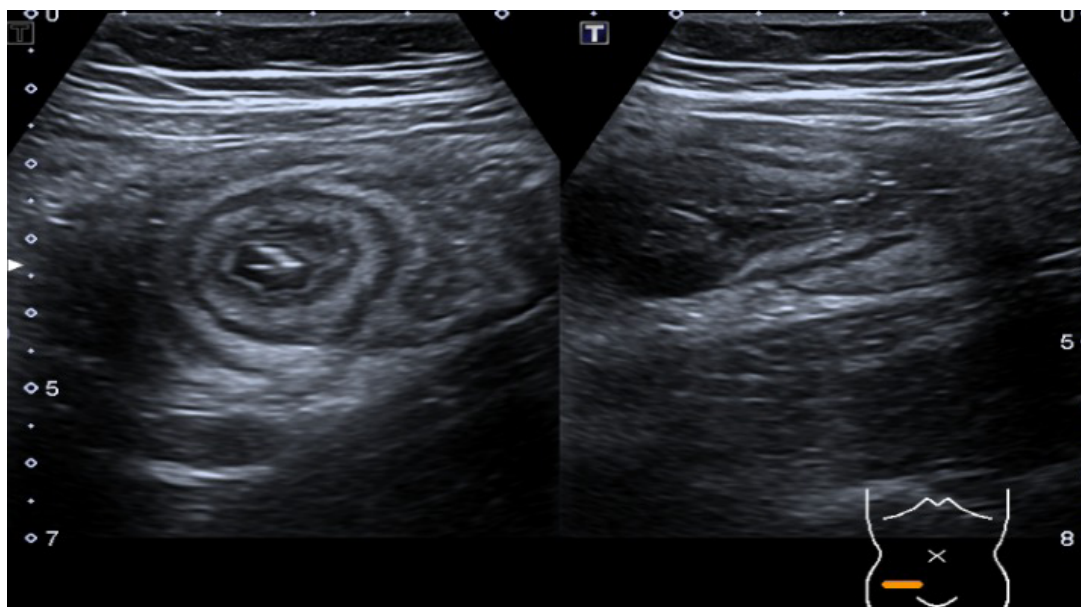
Ecografía abdominal en modo B Corte axial y longitudinal: Se evidencia segmento invaginado a nivel ileocólico. Imagen A: Capas en anillos concéntricos que representan las paredes intestinales. (Target sign o signo de la dona).
